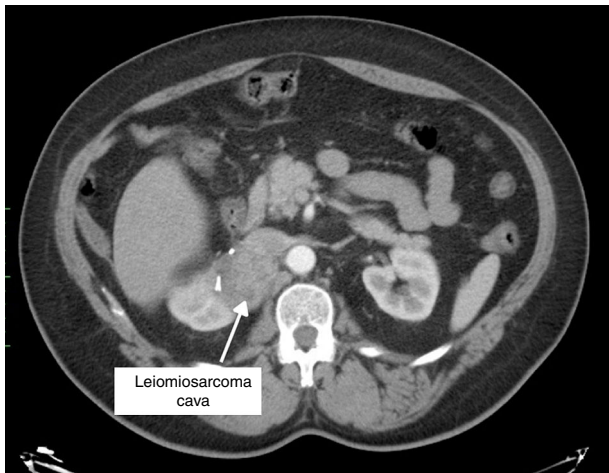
TC con CIV: lesión de 7 cm dependiente de la vena cava inferior que provoca infiltración de la glándula suprarrenal, la vena renal derecha en el borde posterolateral derecho en probable relación con sarcoma de cava.
